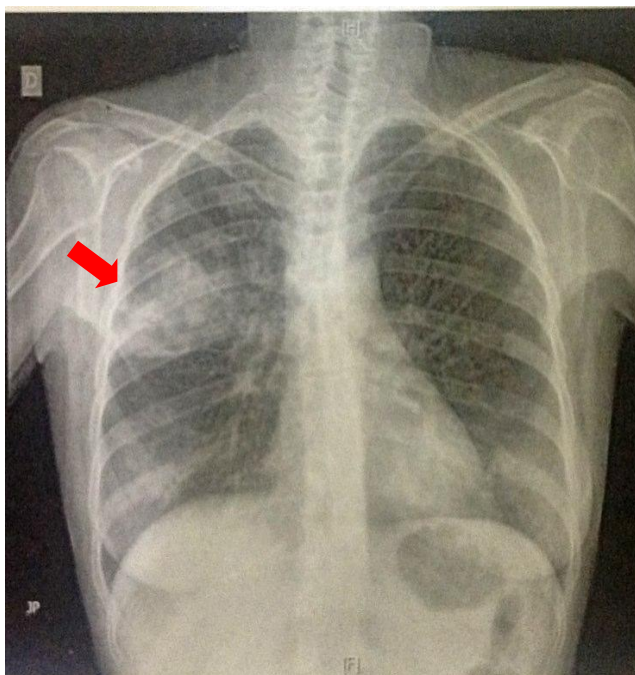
Radiografia de tórax pósterio-anterior
